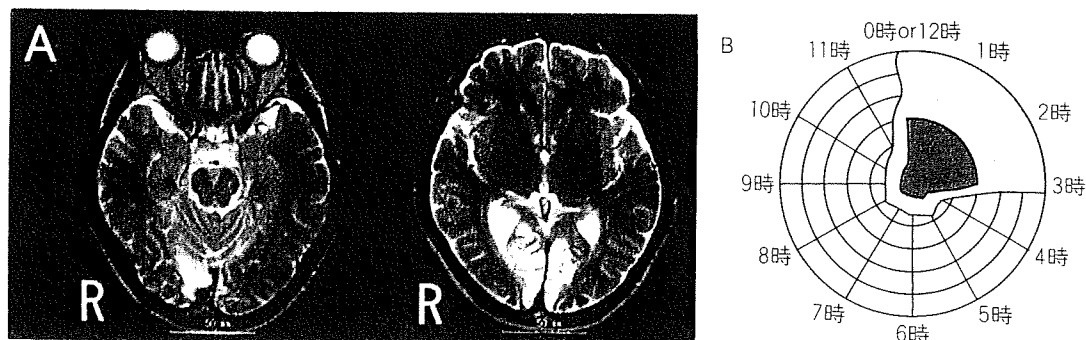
後頭葉脳梗塞による視覚障害患者のMRIと残存視野
